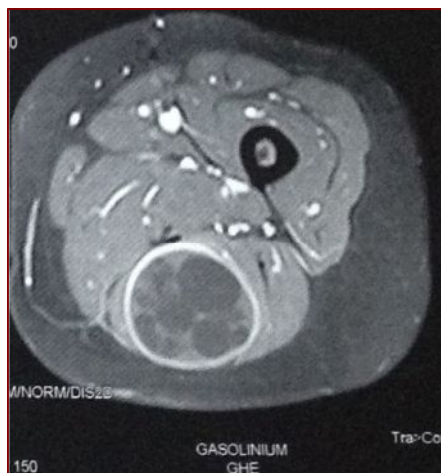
IRM en coupe axiale de la cuisse droite en pondération T2 montrant une formation kystique multi cloisonnée au niveau de la loge postérieure de la cuisse avec un rehaussement périphérique en faveur d'un kyste hydatique type III.
